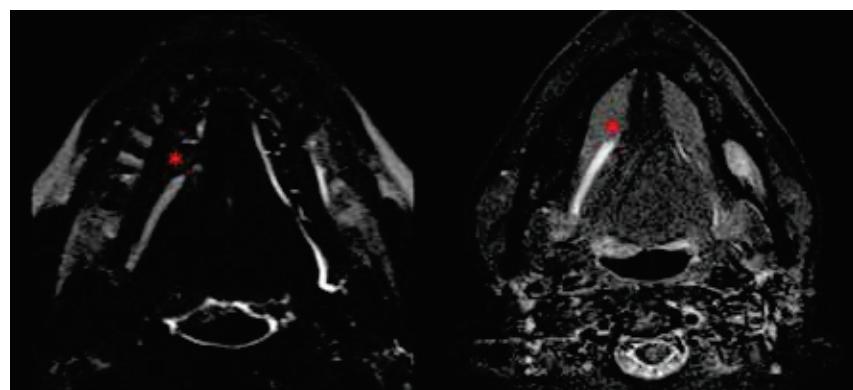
SialoRM con secuencia HASTE (derecho) y RM facial con secuencia STIR en plano axial (izquierdo), en las que se evidencia estenosis de conducto de Wharton derecho (\*) con dilatación retrógrada del mismo.
